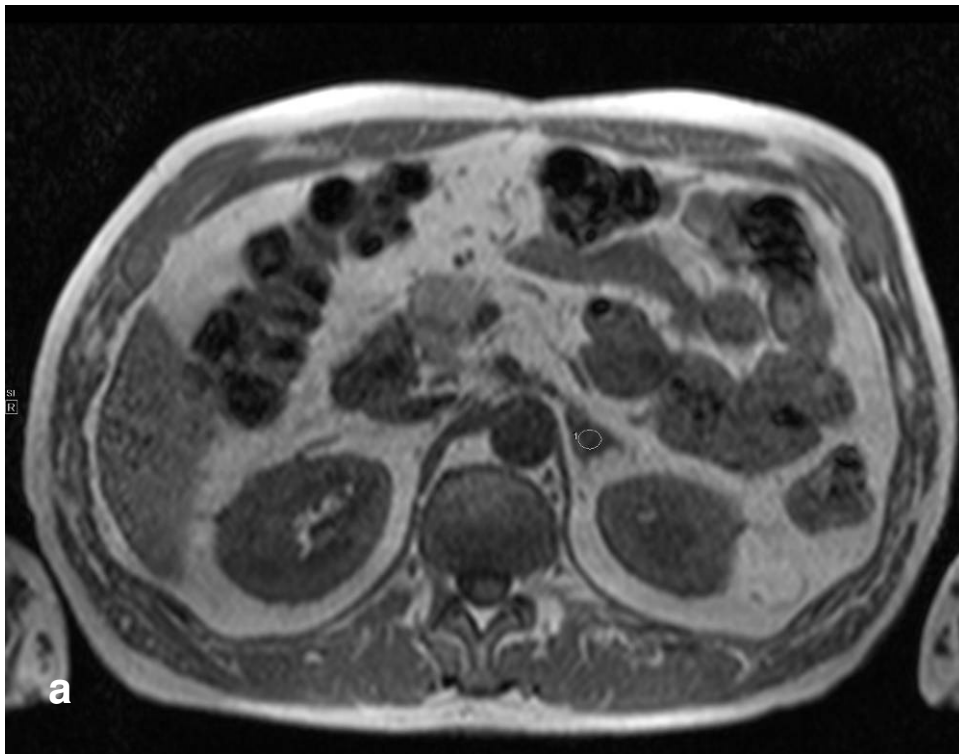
a, b: Fall 1 - Nebennieren-Raumforderung linksseitig ohne Signalabfall in der MRT
